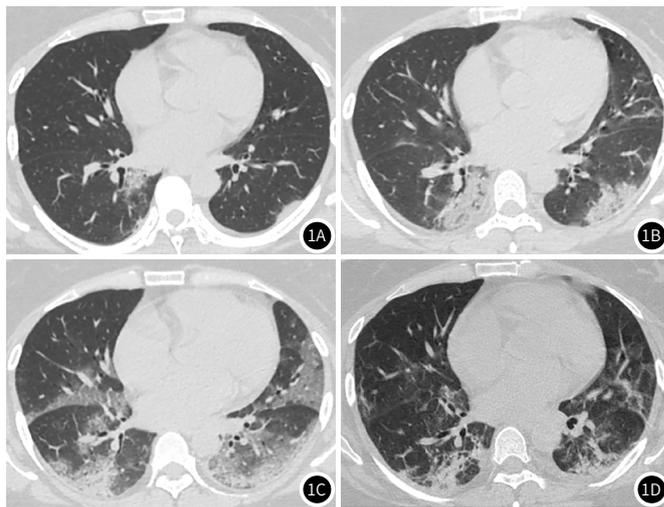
新型冠状病毒患者, 女, 36岁, 因“发热伴咳嗽2d”入院。图1A: 入院第2天, 右肺下叶见片状磨玻璃密度影, 左肺下叶见胸膜下实变影, 密度较均匀, CT评分6分, 患者无胸闷气促或呼吸困难, 氧合指数约404mmHg; 图1B: 入院第5天, 双肺下叶病灶范围增大, 密度增高, 右肺下叶病灶内见“充气支气管”征, CT评分10分, 氧合指数242mmHg, 患者高流量吸氧情况下血氧饱和度仍持续下降, 3d后行无创机械通气治疗; 图1C: 入院第9天, 双肺病变进一步增多, CT评分18分, 氧合指数141mmHg, 当天已予气管插管行有创机械通气治疗; 图1D: 入院后第30天, CT评分10分, 氧合指数270mmHg, 已予拔除气管插管行高流量氧疗。
